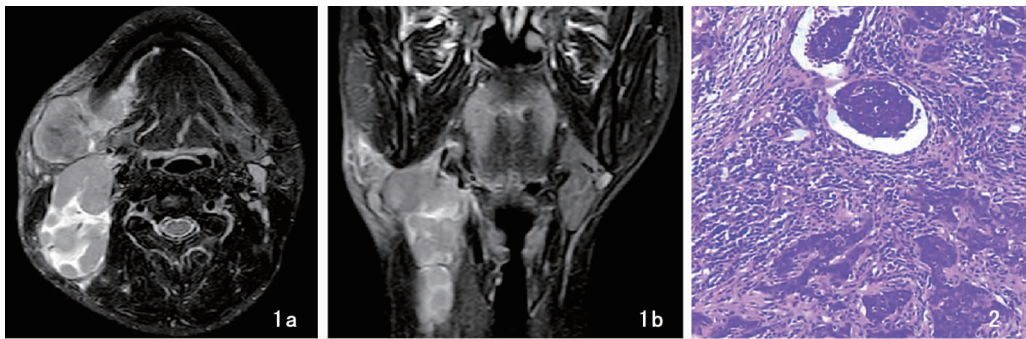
术前 MRI 影像学检查 a:水平位增强扫描示病灶不均匀强化,部分病灶内可见无强化囊变区;b:冠状位示右侧颈部、右侧颌下见多发大小不等的结节状异常信号影,纵行排列呈串状达颈根部;部分病变融合呈团 图 2 肿块纤维淋巴组织内见巢片状、梁索状结构肿瘤浸润,瘤细胞合体状,核呈空泡状,核仁明显,少数瘤巢内伴有坏死,P63、CK/pan( + ),Ki-67 增殖指数约 50% ~ 60% (免疫组化 × 100)
